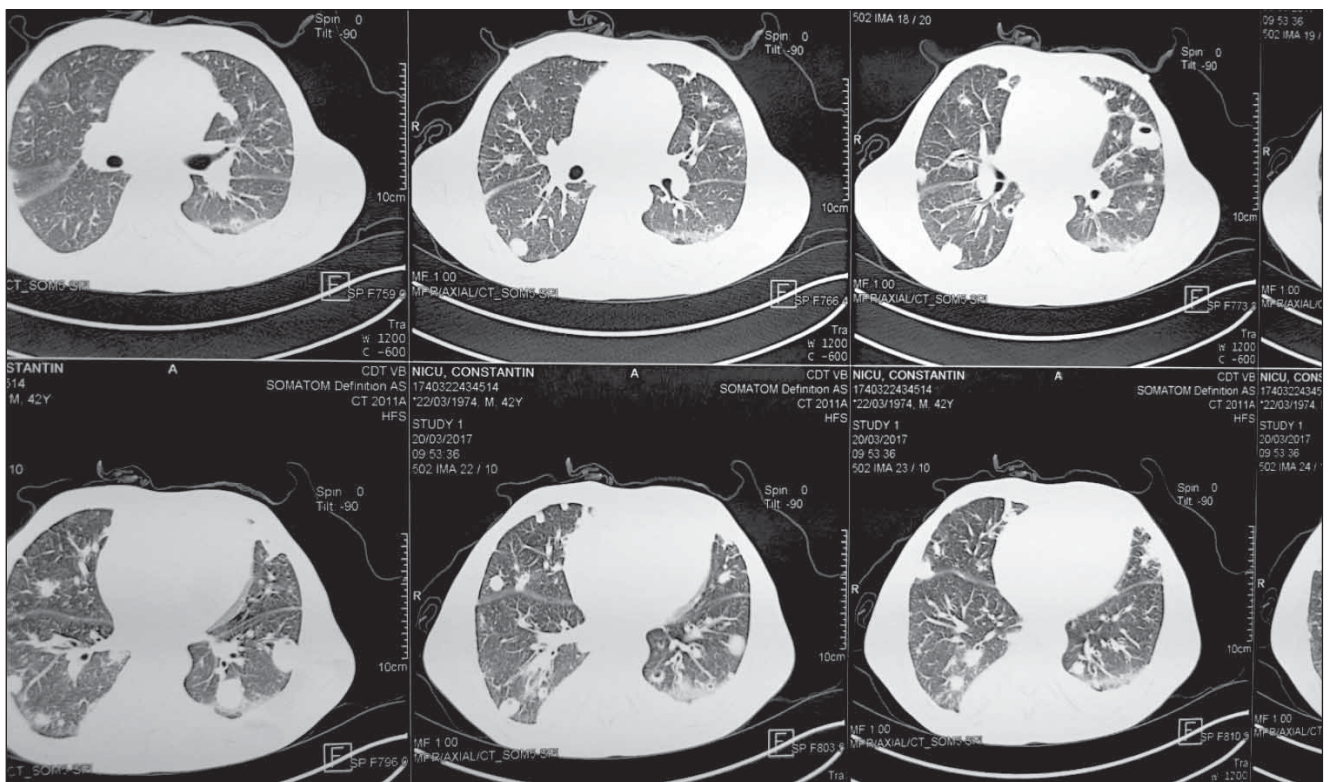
Tomografie toracică pacient 1 – Pneumatocele. Revărsat pleural bilateral.
